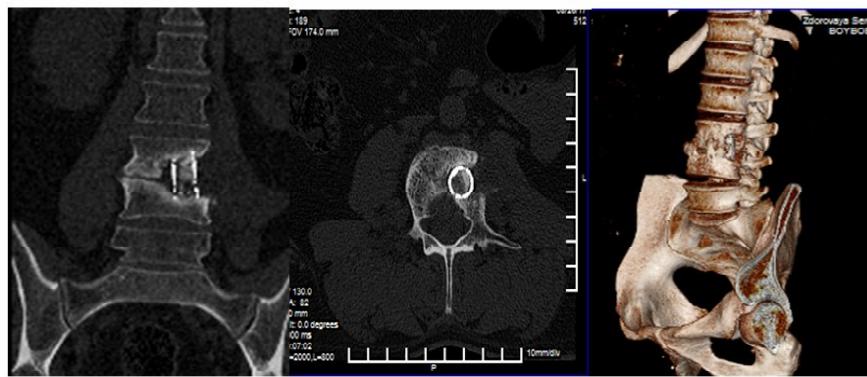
МСКТ Состояние через 6 месяцев после операции в объеме: Комбинированный спондилодез титановым сетчатым кейдже + аутокостная крошка + осsein гидроксиапатитное соединение + бициллин-5)
